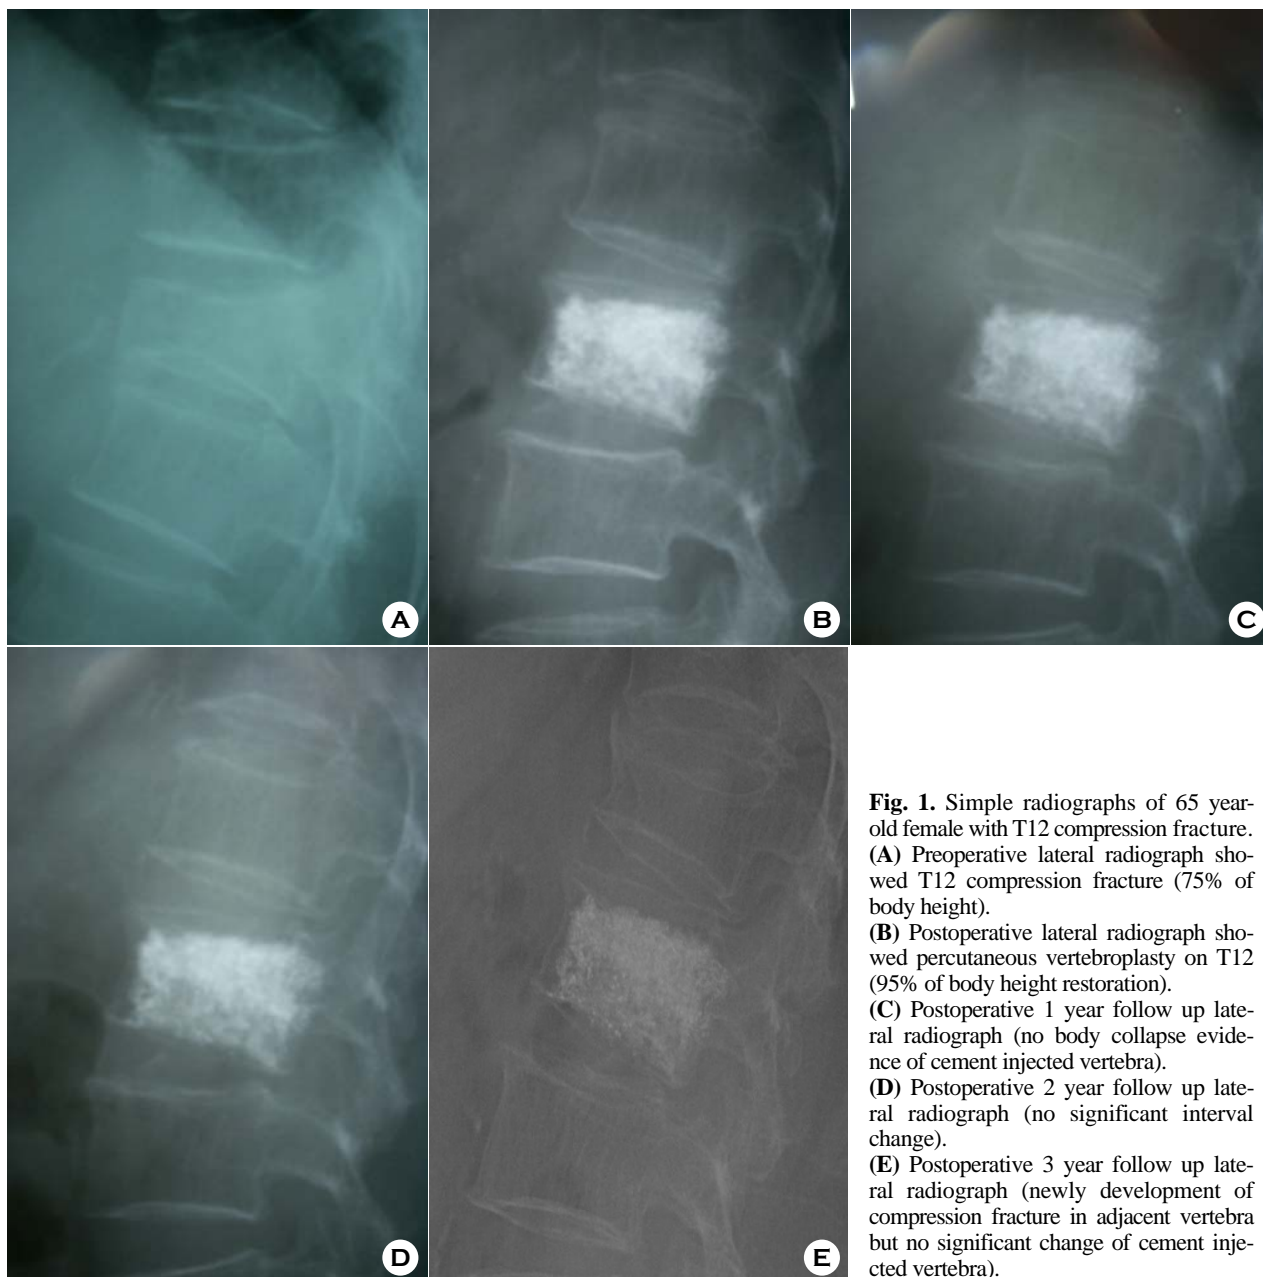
Simple radiographs of 65 year-old female with T12 compression fracture. (A) Preoperative lateral radiograph showed T12 compression fracture (75% of body height). (B) Postoperative lateral radiograph showed percutaneous vertebroplasty on T12 (95% of body height restoration). (C) Postoperative 1 year follow up lateral radiograph (no body collapse evidence of cement injected vertebra). (D) Postoperative 2 year follow up lateral radiograph (no significant interval change). (E) Postoperative 3 year follow up lateral radiograph (newly development of compression fracture in adjacent vertebra but no significant change of cement injected vertebra).
